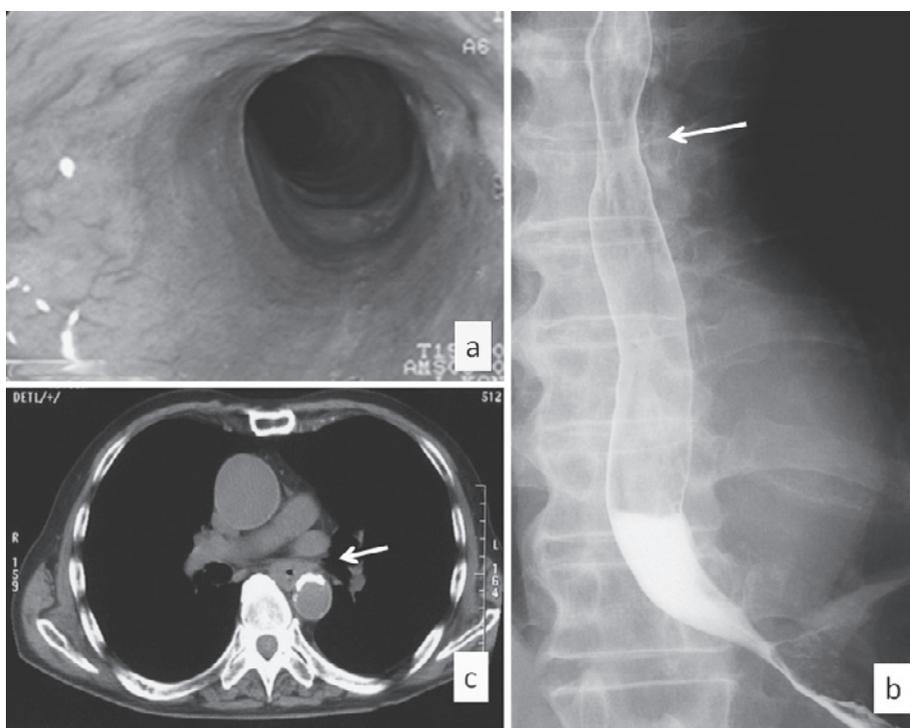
Case 3 (after chemoradiation therapy) Follow-up endoscopic examinations after chemoradiation therapy shows that the esophageal tumor had significantly decreased in size (a). A barium swallow esophagogram demonstrates a mild stricture with consolidation of the middle third of the esophagus (arrow) (b). Follow-up computed tomography shows a significantly decreased in the size of the esophageal mass, which was defined as a partial response (arrow) (c).
